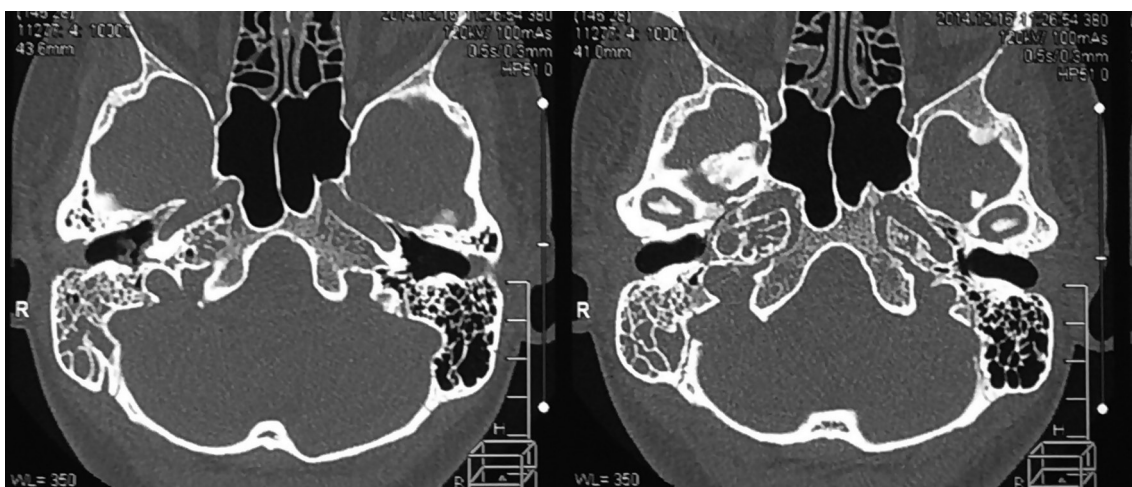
Компьютерная томограмма височных костей пациента К., 36 лет, с правосторонним острым средним отитом с выпотом на 3-и сутки стационарного лечения (аксиальная проекция).
